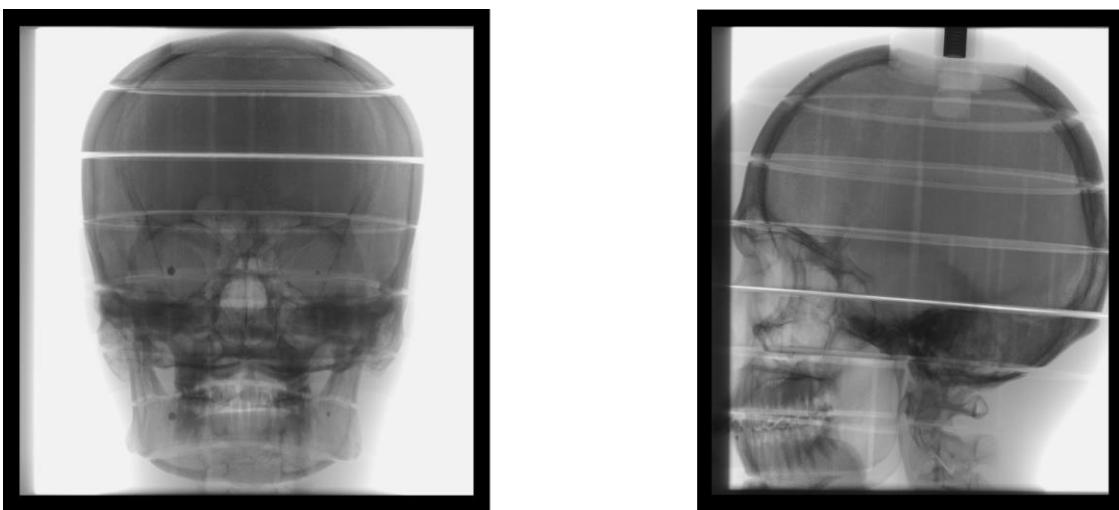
Röntgenaufnahmen des Kopfes des Alderson-Phantoms
